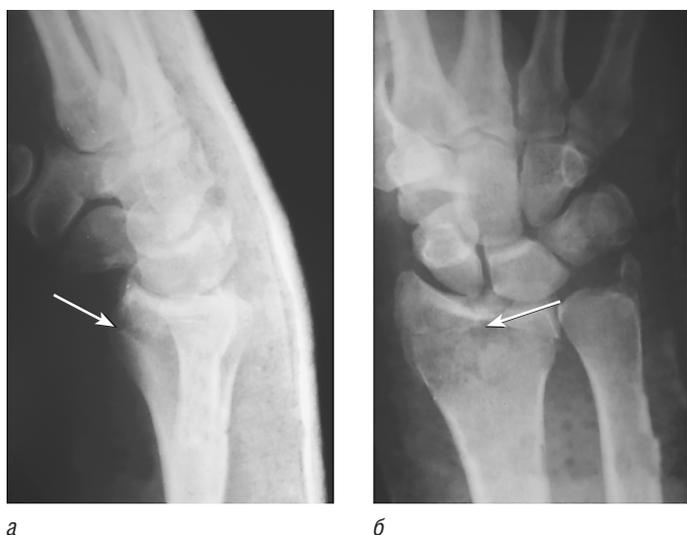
Рентгенограммы лучевой кости: *а* — боковая проекция; *б* — передне-задняя проекция. Стрелками указана линия перелома
